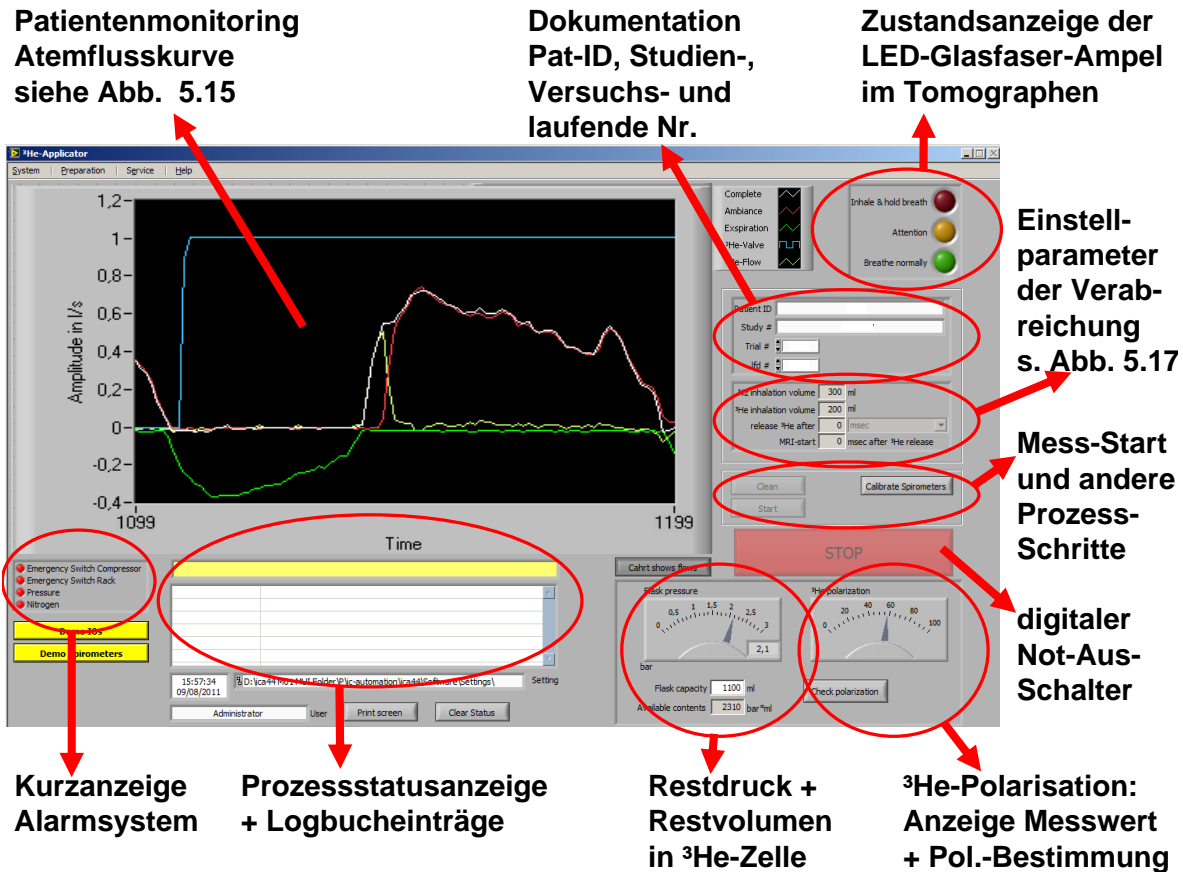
Bildschirmausdruck der Benutzeroberfläche des Applikationsprogrammes. Dargestellt ist der Bildschirmausdruck des Hauptmenüs des Applikationsprogrammes nach erfolgter Administration eines  $^3\text{He}$ -Bolus. Neben den in Abb. 5.15 vergrößert dargestellten Atemflussparametern kann der Anwender hier alle wichtigen Parameter überwachen. Es steht eine Kurzanzeige des Alarmsystems zur Verfügung sowie ein Log-Buch. Die darüber liegende gelbe Zeile informiert über den gerade ablaufenden Prozess-Schritt. Der Druck in der  $^3\text{He}$  wird angezeigt, bei jeder Messung aktualisiert und das zur Verfügung stehende Restvolumen berechnet. Weiterhin kann die Polarisationsmessung dort durch Anklicken (virtuell manuell) gestartet werden, der jeweils letzte Messwert wird angezeigt. Rechts oben befindet sich die Status-Anzeige der Atemkommando-Ampel. (Die reale LED-Ampel befindet sich innerhalb des Steuerracks, über Glasfaserbündel wird die Ampel zum Probanden innerhalb des Tomographen übertragen.) Zur Dokumentation werden Patienten-ID, Studien-, Versuchs- und laufende Nummer jeweils im Log-File mit abgespeichert. Darunter werden die Einstellparameter der Verabreichung (siehe auch Abb. 5.17) angezeigt. Unterhalb dessen kann die Verabreichung gestartet werden. Zuvor müssen jedoch mind. 1x zu Beginn die Zuleitungen gespült und die Spirometer kalibriert werden. Weiterhin steht ein digitaler Not-Aus-Schalter ('Stop') zur Verfügung.
